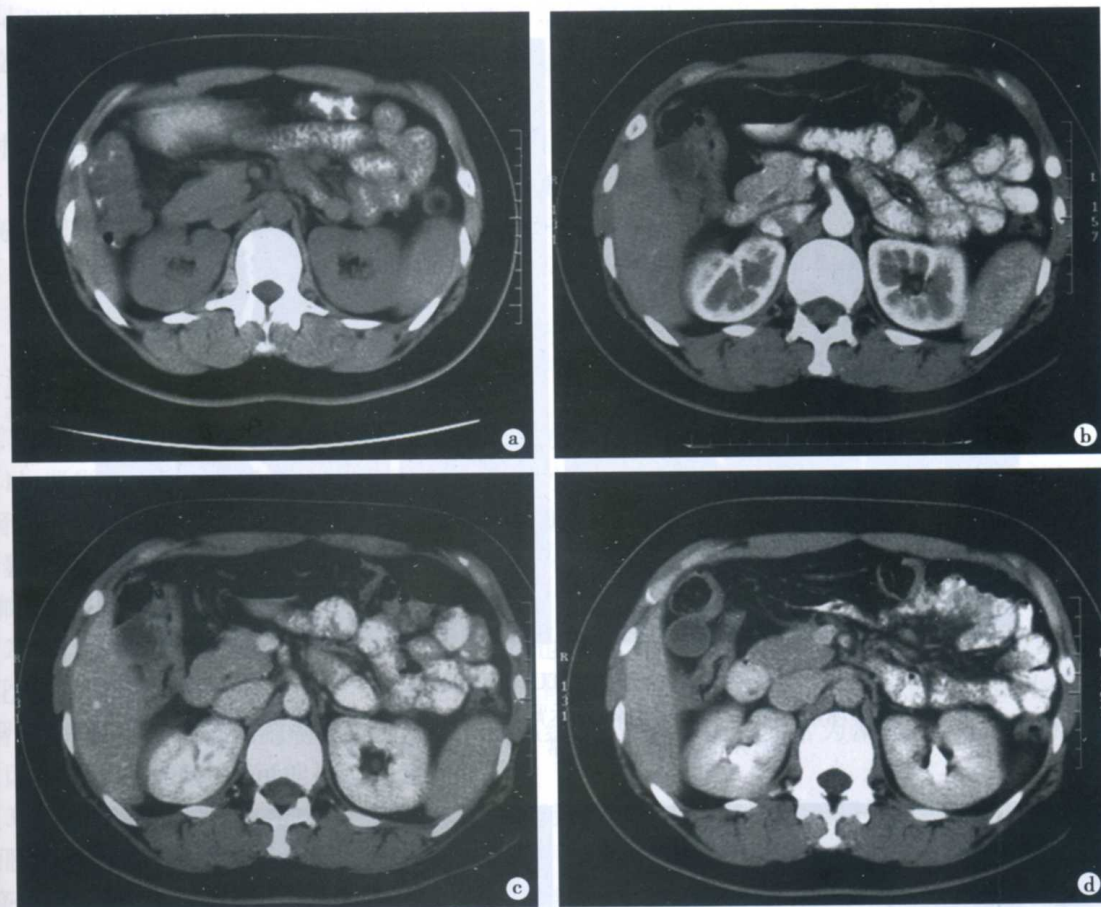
正常肾脏增强前、后 CT 表现(双侧肾门偏上层)
